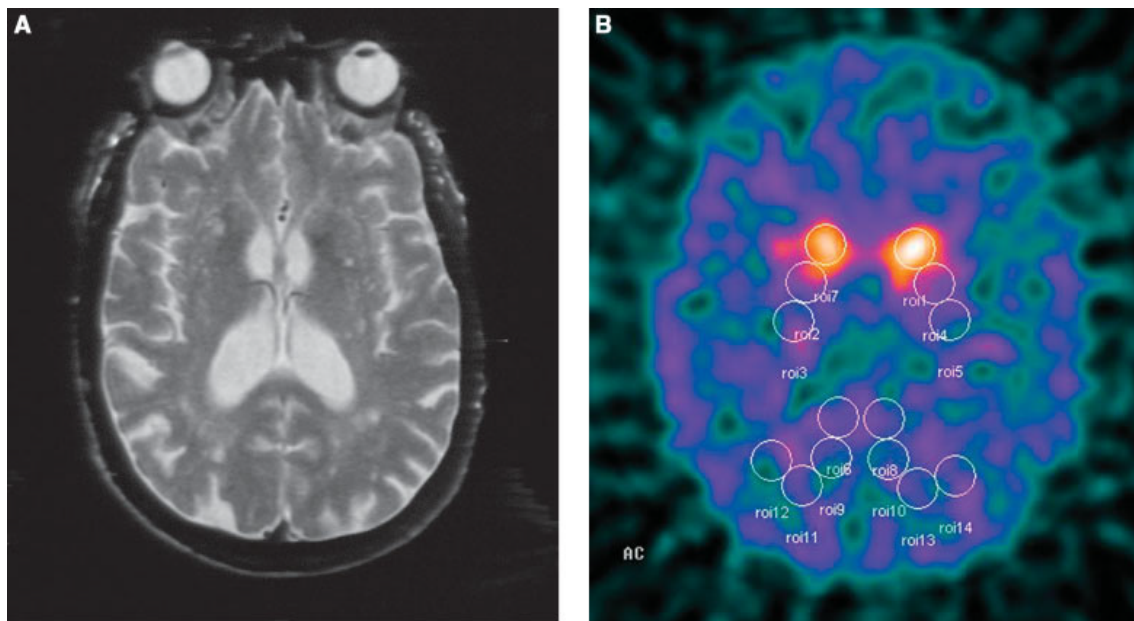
A.* RM craneal, corte axial, secuencia T2: lesiones vasculares bilaterales difusas en sustancia blanca subcortical y en putamen. *B.* SPECT del mismo paciente con una reducción estriatal de I^{123} -FP-CIT similar a la distribución en EP pero con un índice de asimetría menor (Tomado de Zijlmans y col., 2007).
